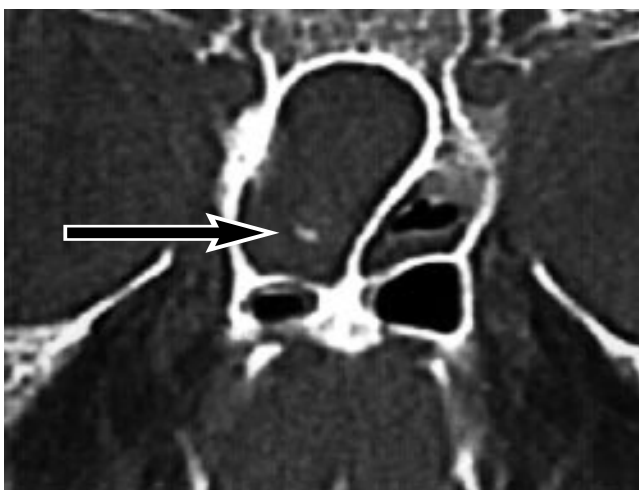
КТ в аксиальной проекции. Увеличена правая половина клиновидной пазухи, выявляется содержимое средней плотностью 45 ед. Н. и образование (грибковое тело) средней плотностью 60 ед. Н. (указано стрелкой), неравномерное утолщение слизистой в левой половине пазухи.
